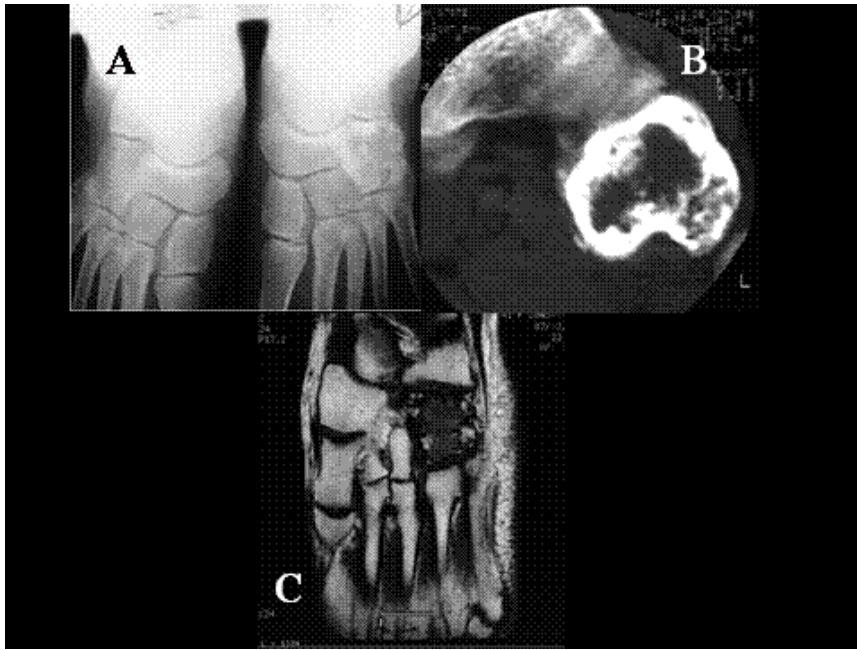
Granuloma reparativo de células gigantes del hueso cuboides. A) Radiografía simple, B) Tomografía computerizada ( TAC) y C) RM -T1: Lesión de tipo mixto, lítica y esclerosa, con engrosamiento de la cortical y leve expansión ósea, con señal hipointensa en secuencias T1 en RM
